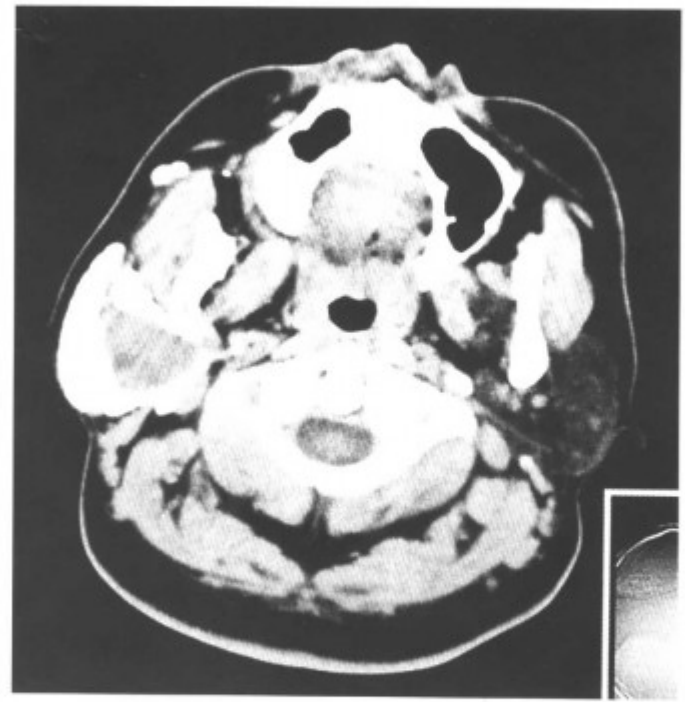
右侧腮腺混合瘤 (导管造影后 CT 平扫, 肿块内无造影剂充填, 呈“充盈缺损”)
